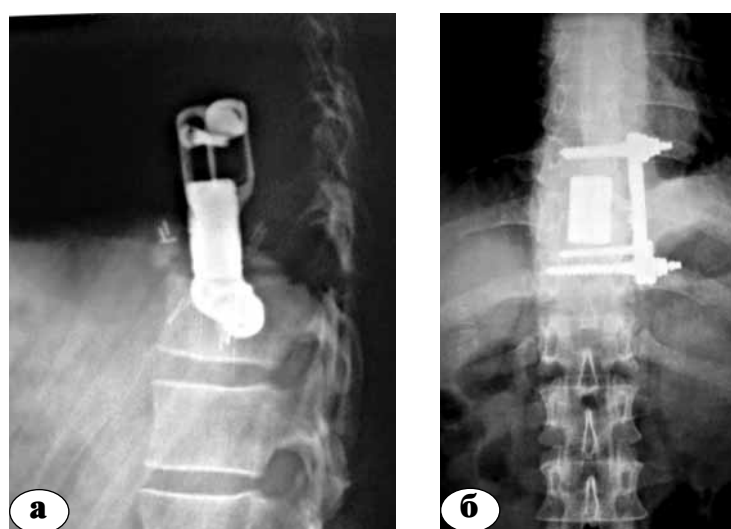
Пациента Г., 1976 года рождения, 2007г.: а, б – рентгенограммы после VTCC имплантатом из пористого TiNi и фиксации пластинкой Z-plate (прямая и боковая проекции)
